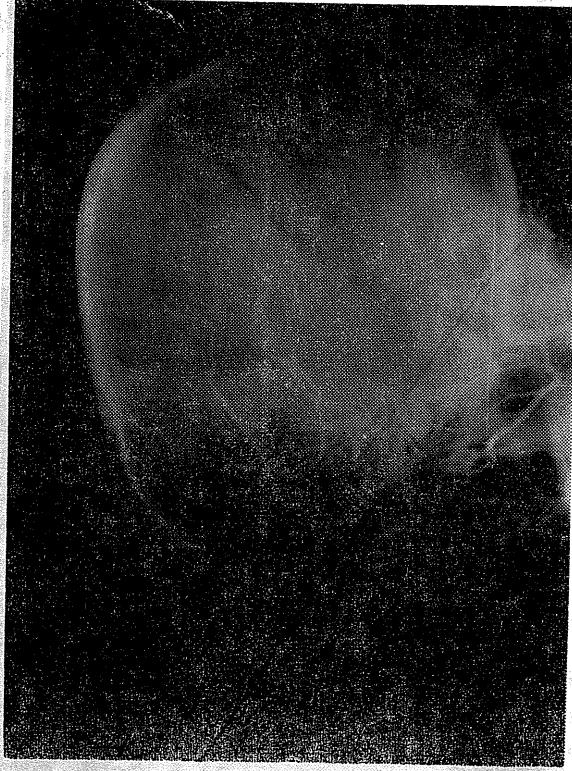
Hastanın sol karotis anjiografisinde A-P arteriyel faz
